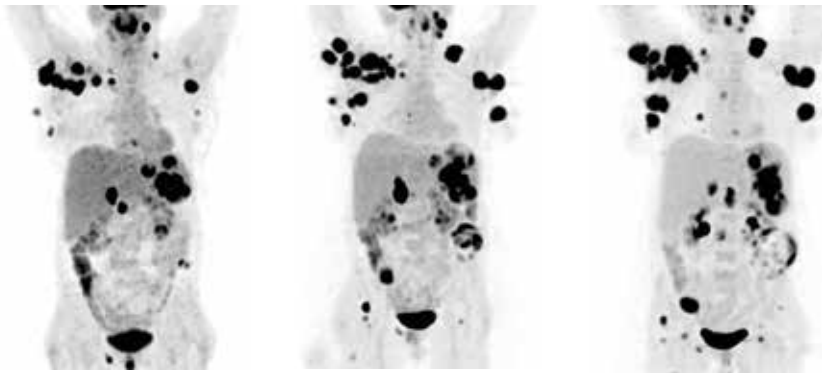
PET scan před započatím léčby s BRAF inhibítorem
